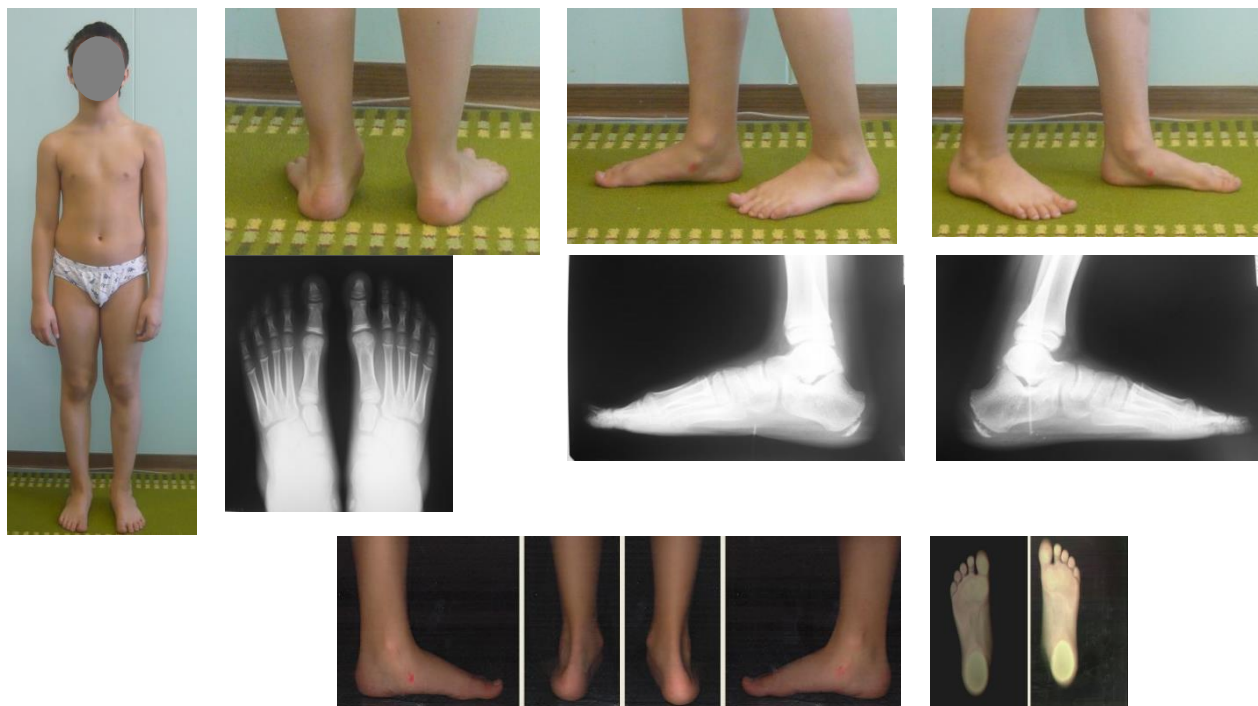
Пациент А., 12 лет. ИБ № Н2011-711. Диагноз: Плоско-вальгусная деформация стоп 2 степени. Внешний вид и рентгенограммы при поступлении.
